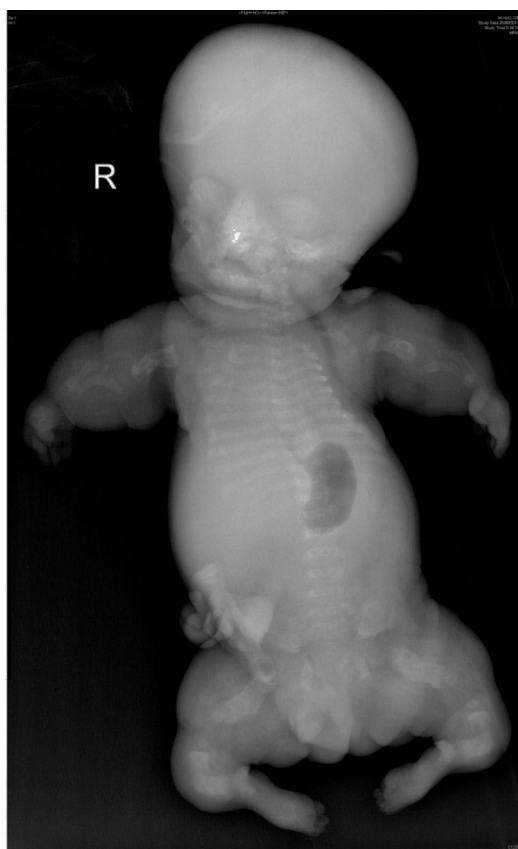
Radiografía simple posmortem: osificación vertebral deficiente con hipomineralización de huesos del sacro, pubis e isquion, huesos largos acortados y en ambos extremos del húmero hay ensanchamiento metafisario. Tórax estrecho con costillas cortas hipomineralizadas y con fracturas.
